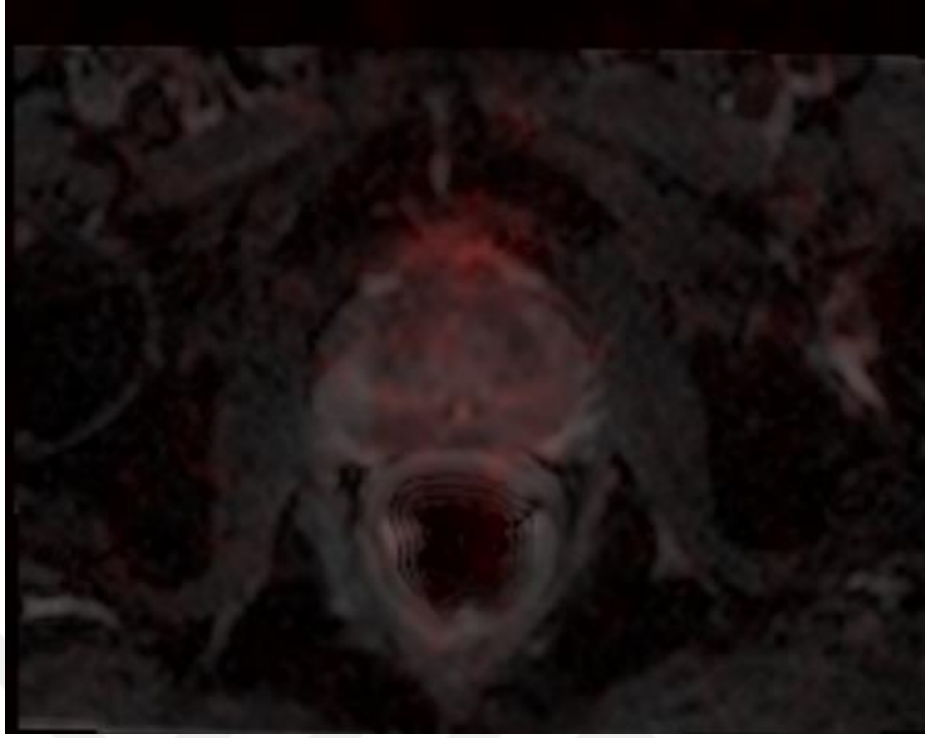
Vaka II nin PSMA Galyum PET -BT incelemesi
